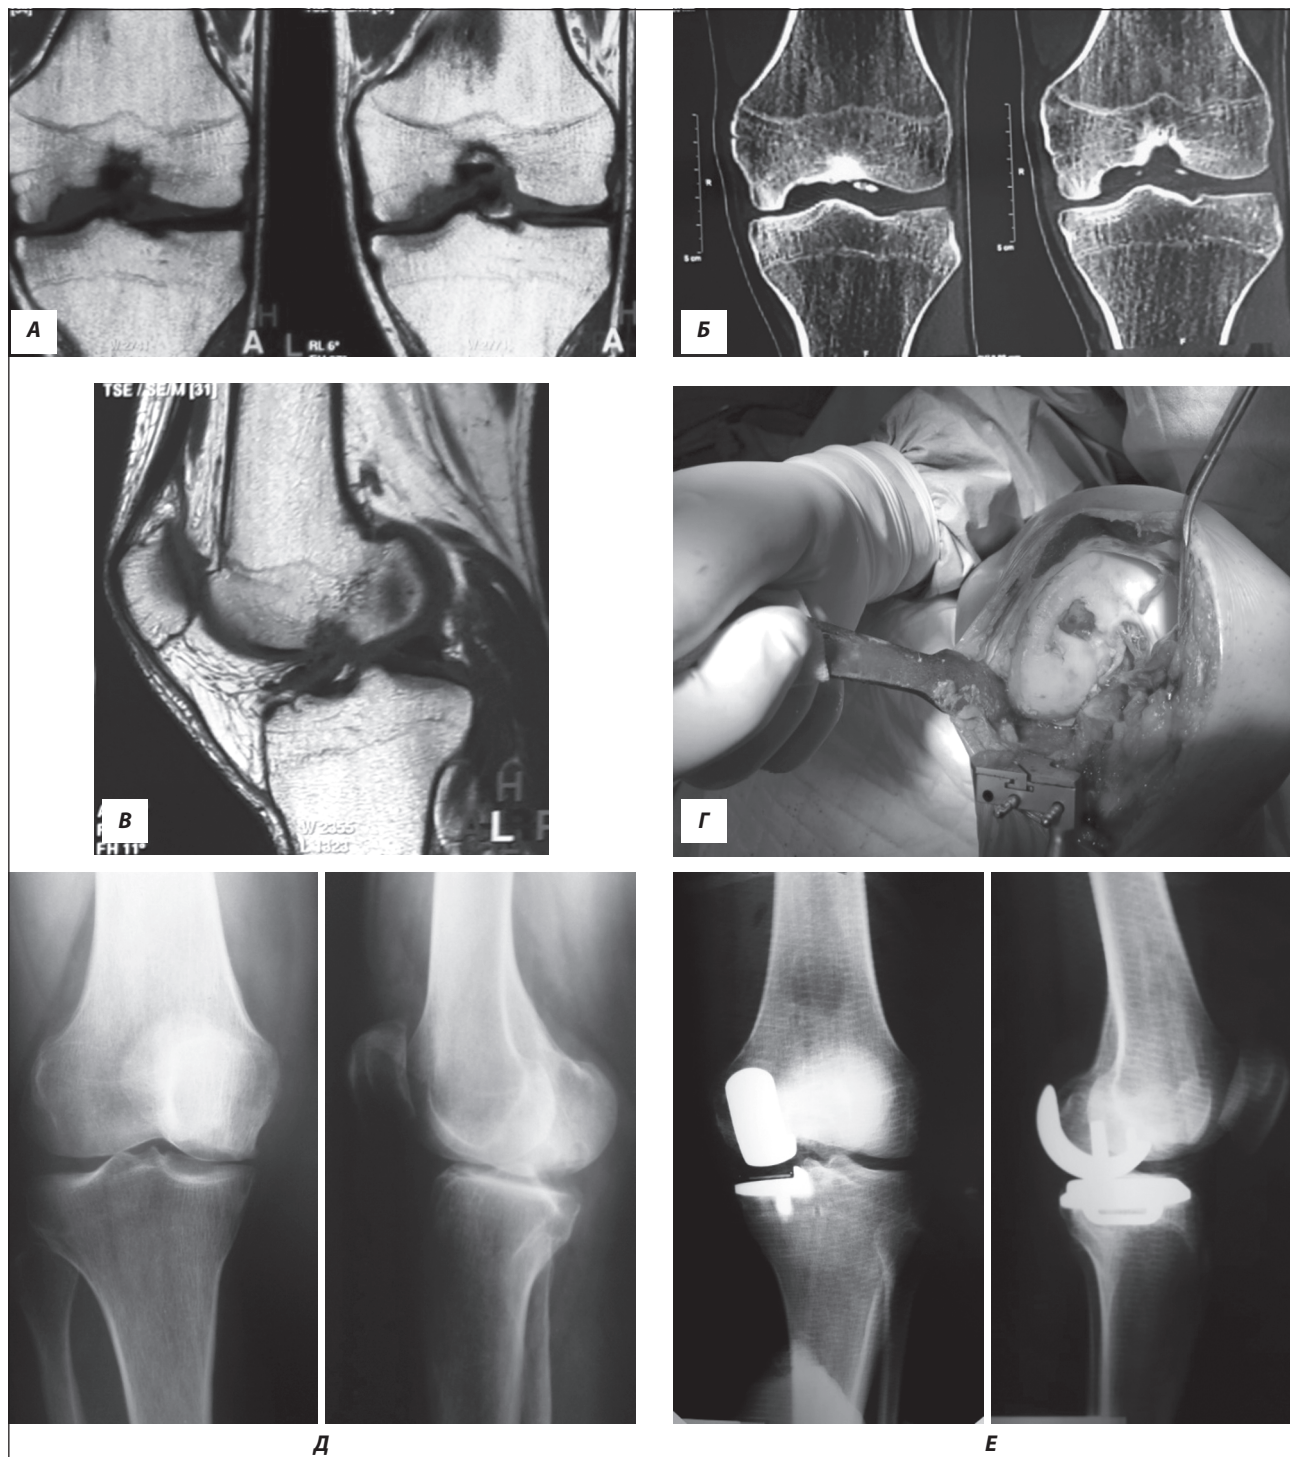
МРТ (А), КТ колінного суглоба (Б — пряма проєкція, В — бокова проєкція), інтраопераційне фото (Г) дефекту медіального виростка стегнової кістки та рентгенографія (пряма та бокова проєкції, Д — до оперативного лікування, Е — після операції) нижньої кінцівки після одновиросткового ендопротезування
